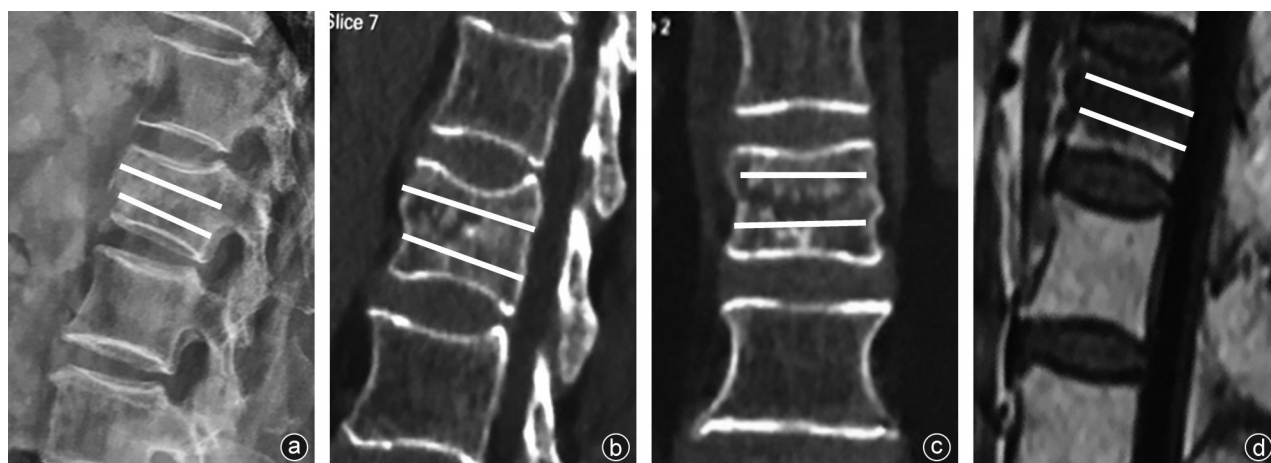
a~d:术前X线片、CT、MRI均显示骨折线位于椎体中1/3
